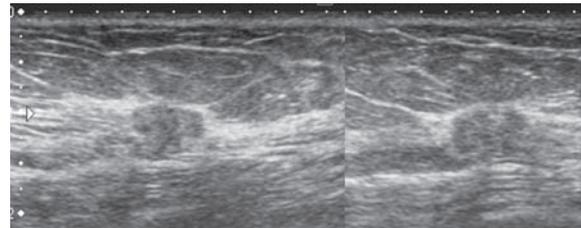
多角型等エコー腫瘤、境界部不明瞭ハロを伴う、内部エコー均質、後方エコー不変、前方境界線の断裂なし、引き込み像を伴う、カテゴリ4、推定組織型；硬癌>非浸潤性乳管癌>硬化性腺症を伴う乳腺症
